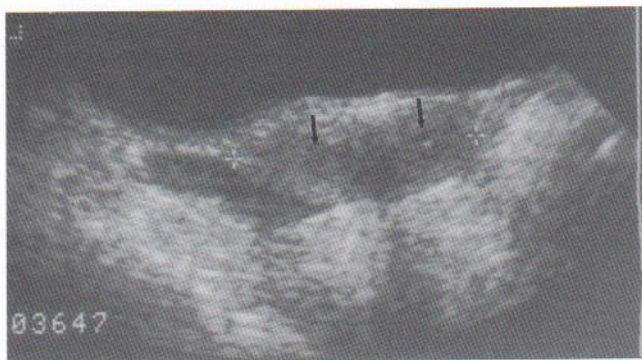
Ecografía de un útero bicorne. El diámetro transversal del fondo uterino, 4 cm, es más amplio de lo normal (véanse calibradores electrónicos) a la izquierda. Dos cavidades uterinas independientes están señaladas mediante flechas. (Cortesía de la Dra. Anna Nussbaum Blask y Dra. Julianne Byrne, Children's National Medical Center, Washington, DC, EE.UU.)
